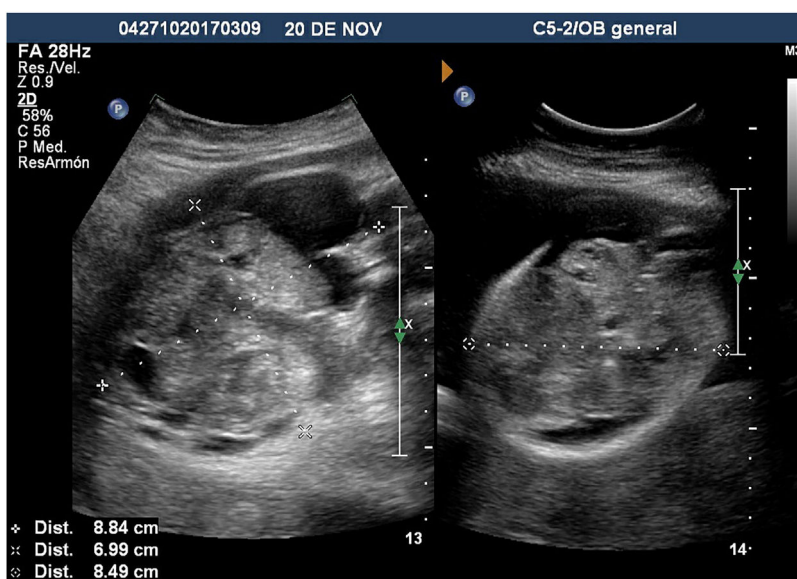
Ultrasonido bidimensional que evidencia las dimensiones máximas de la imagen de $8,8 \times 6,9 \times 8,4$ cm con volumen de 266 cc.
